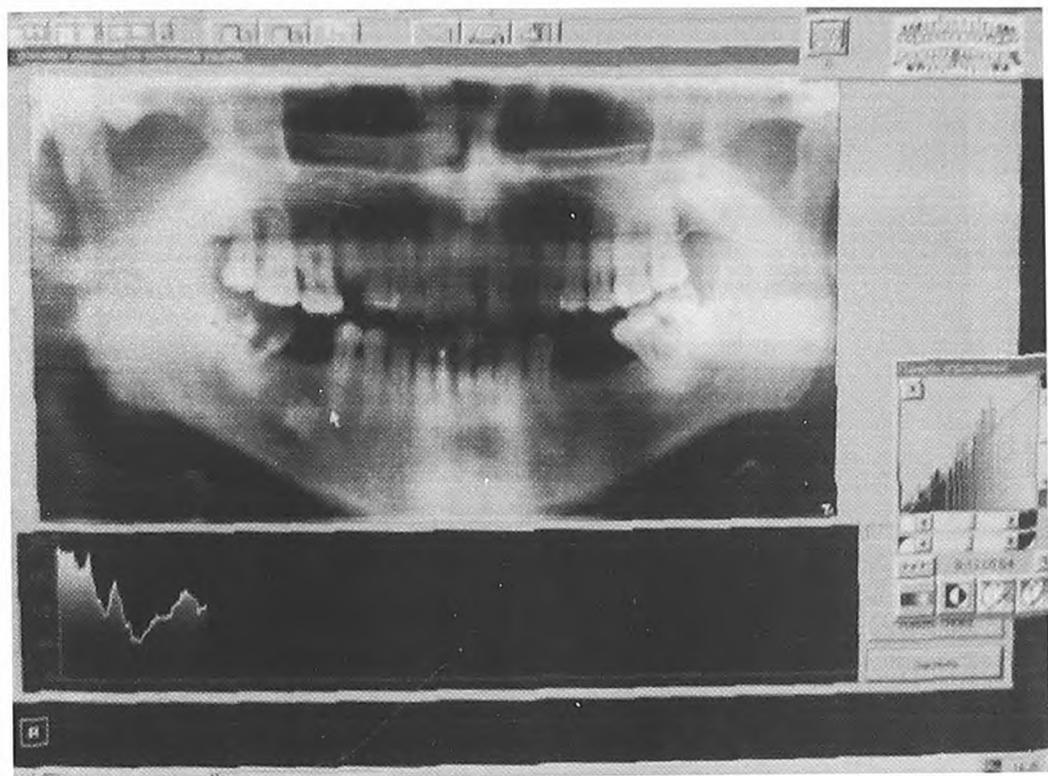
Ортопантомограмма с денситометрией
